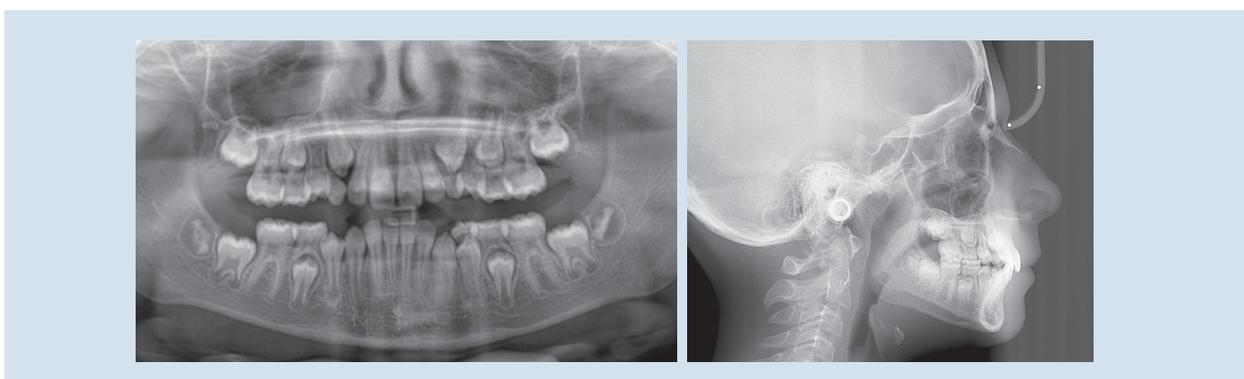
OPT et téléradiographie du crâne de profil après-traitement
